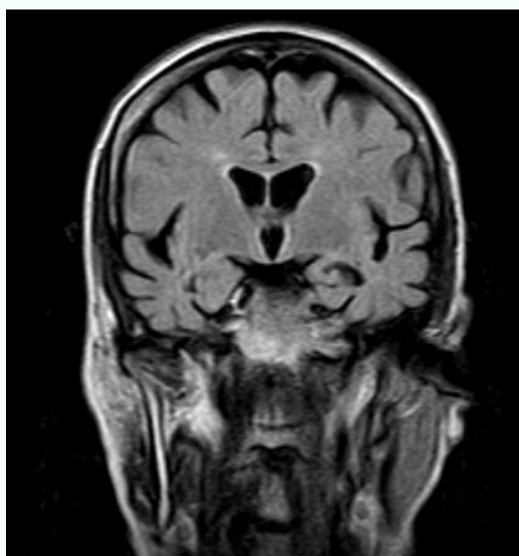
Imágenes axiales de resonancia magnética que muestra la asimetría del lóbulo temporal anterior izquierdo
